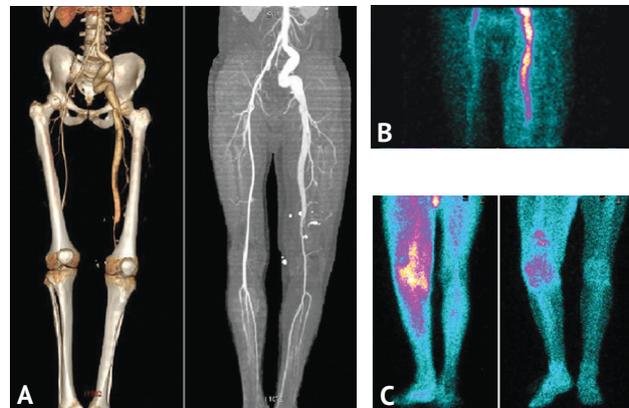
Гибридное исследование на 7-е сутки после операции: А — компьютерно-томографическая ангиография нижних конечностей: VRT и MIP (вид спереди); В — радионуклидная ангиография (вид спереди): артериальный кровоток не нарушен, полость аневризмы не визуализируется; С — сцинтиграфия в тканевой и костной фазах (вид сзади): усугубление изменений микроциркуляторного русла в области левого коленного сустава, обусловленное увеличением венозного оттока из дистальных отделов конечности
